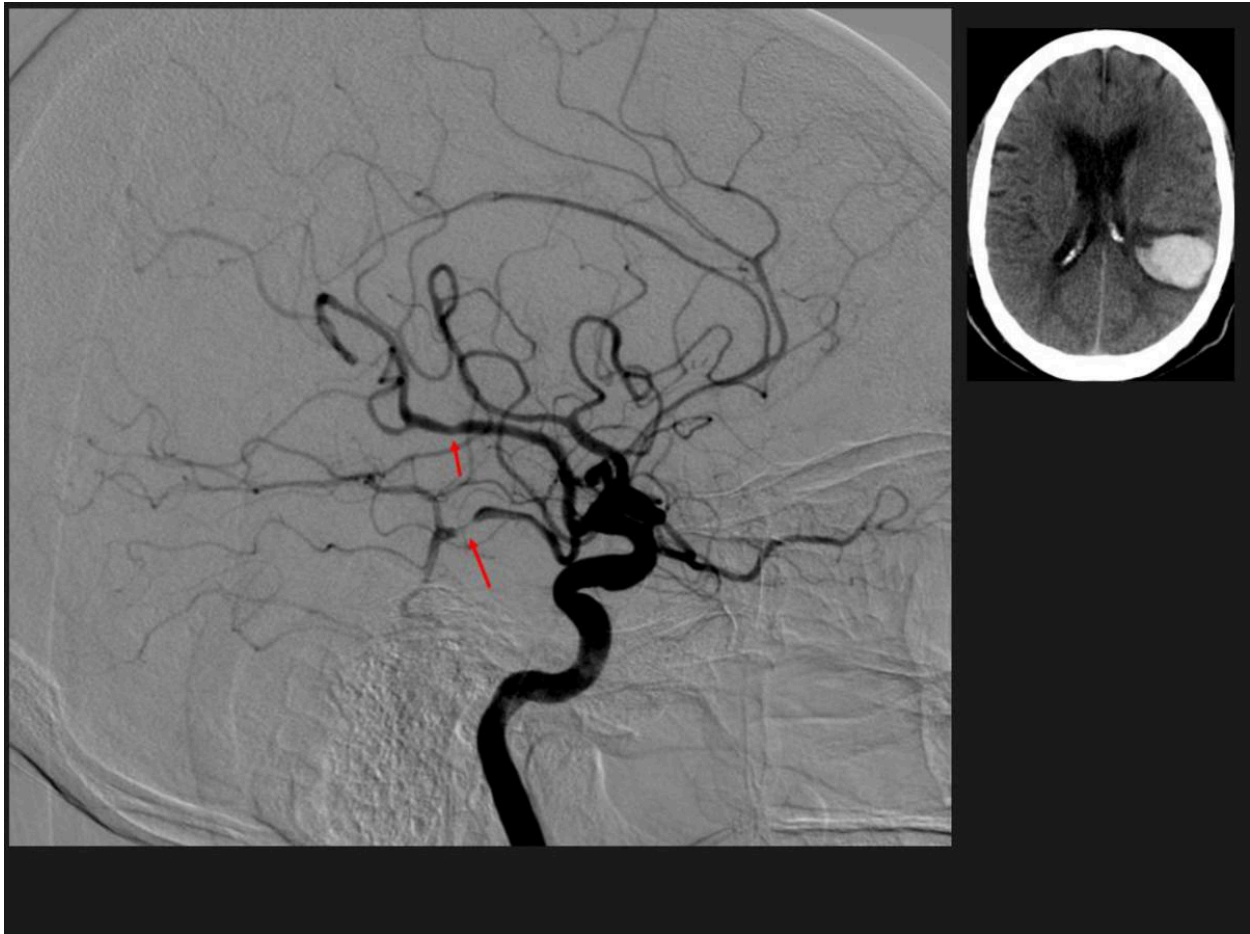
Vasculitis cerebral primaria. Paciente varón de 55 años con varios ingresos hospitalarios por hematomas cerebrales múltiples. Se muestra imagen de TC, con hematoma parietal temporal izquierdo. Se muestran también imagen de DSA con estenosis en arteria cerebral posterior y rama cortical de cerebral media izquierdas.
